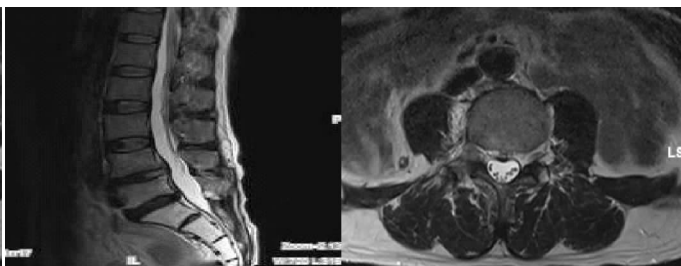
行PETD手术后12个月,MRI示L<sub>4</sub>~5神经根减压充分
